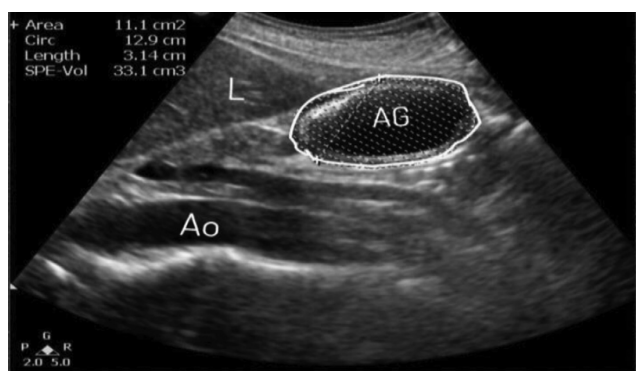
Ultrassonografia abdominal, corte longitudinal no epigástrico. Ao, Aorta abdominal; A linha pontilhada, área gástrica antral, apresenta conteúdo anecoico (líquido).
